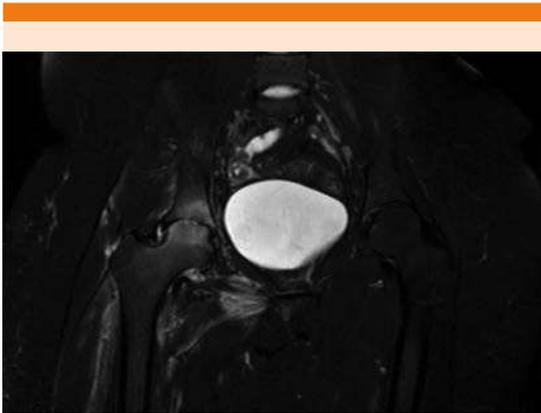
Tomografía de pelvis con necrosis avascular de la cabeza del fémur derecho y edema de la médula ósea del techo y el fondo acetabular. Efusión intraarticular y edema de los tejidos blandos adyacentes a la cadera derecha.
